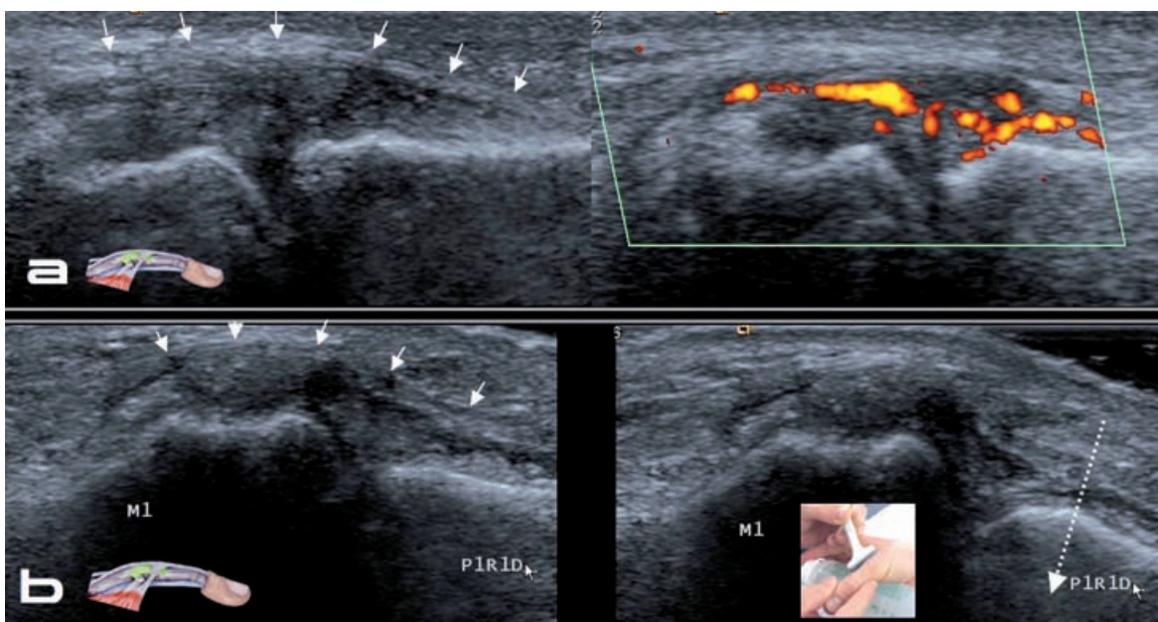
Coupes longitudinales échographiques :
